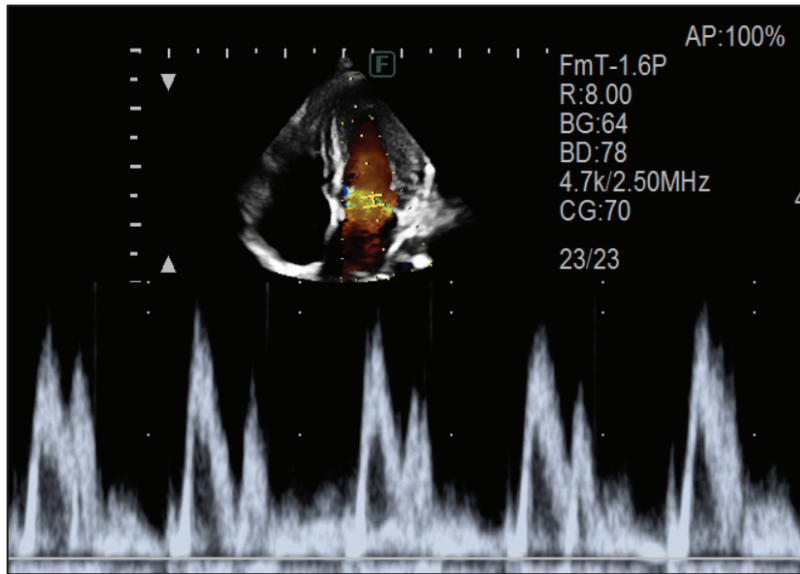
Doppler transvalvular.
